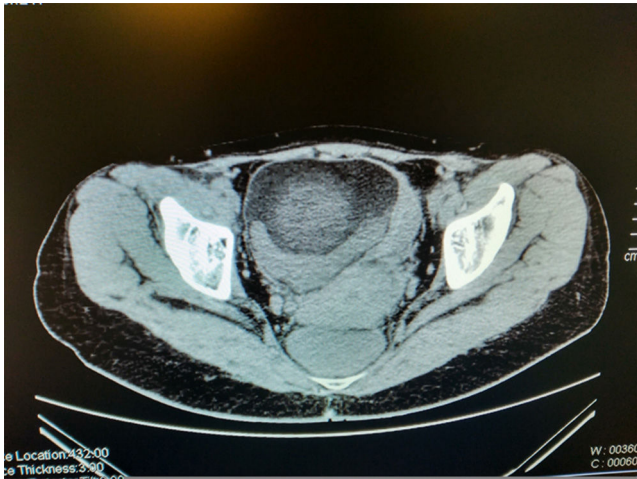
Tomografía computarizada abdominal sin contraste.
